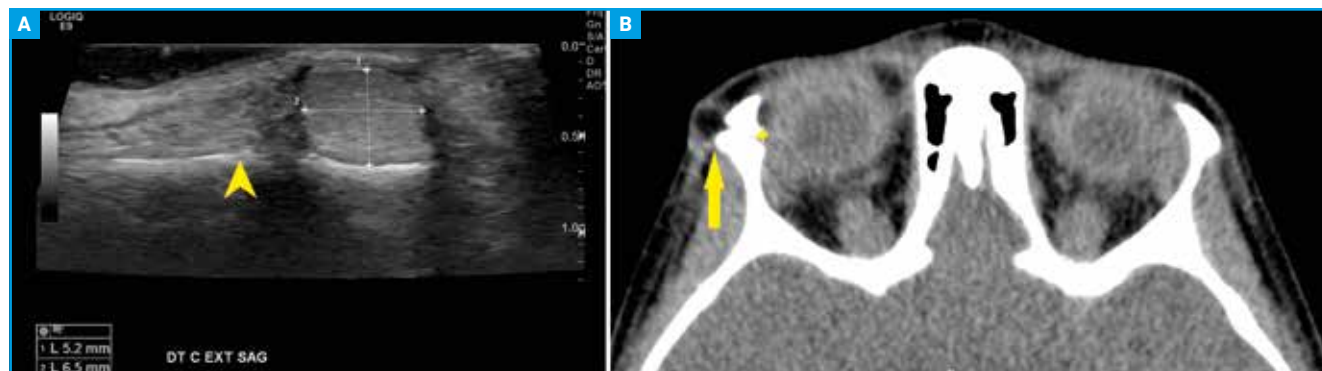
Échographie d'un kyste dermoïde de la queue du sourcil, la tête de flèche montre le rebord osseux orbitaire latéral. B : kyste dermoïde au scanner.
